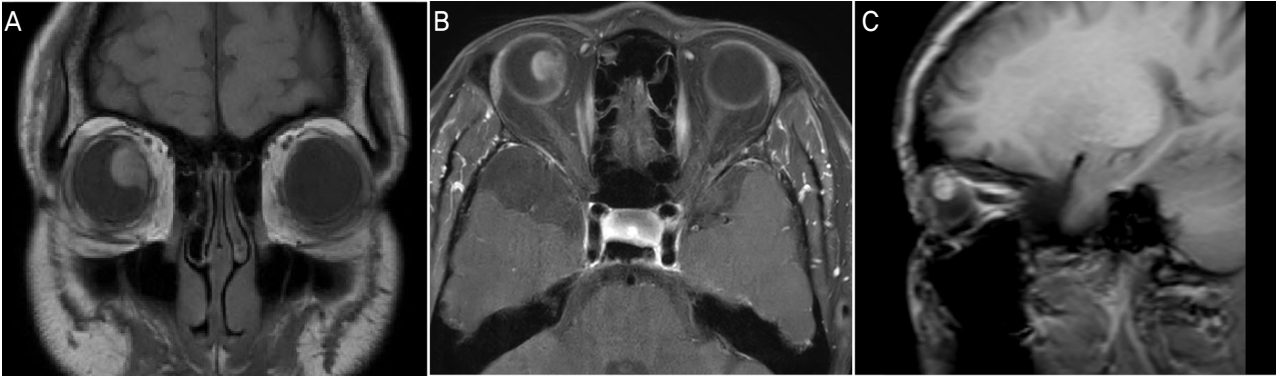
Initial orbit magnetic resonance imaging images from the patient with large choroidal melanoma. (A) T1 coronary view, (B) T1 axial view (C), T1 sagittal view at the diagnosis of choroidal melanoma: 11.53 × 14.21 × 17.12 mm sized choroidal mass was noted.
